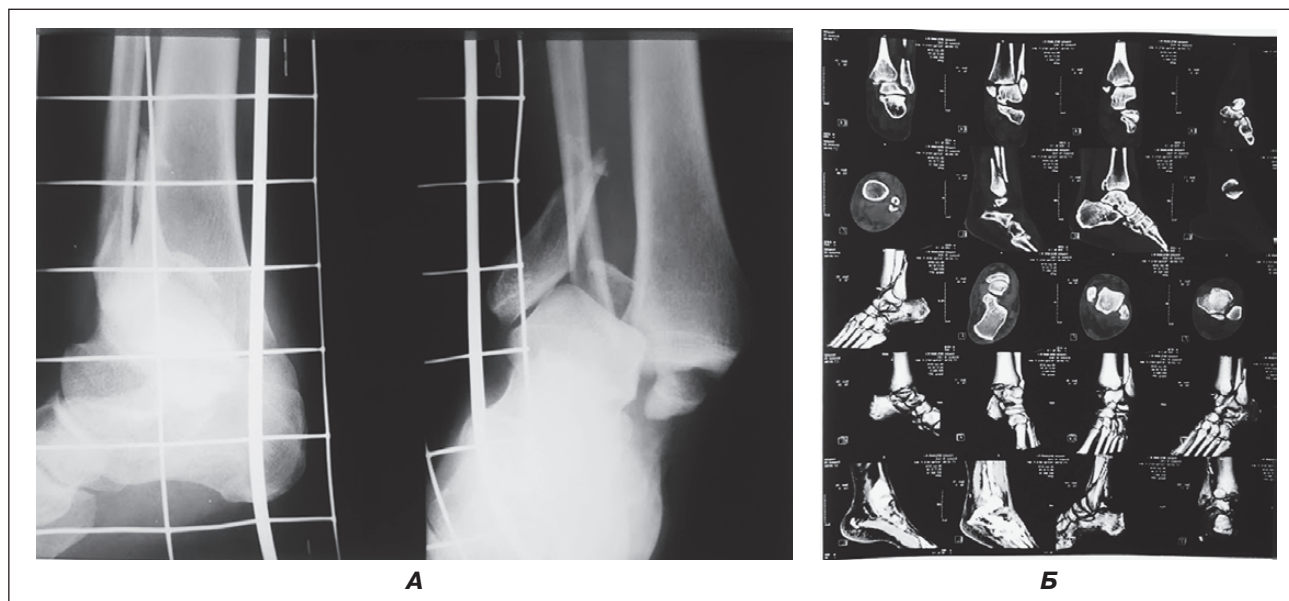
Відбиток з рентгенограм (А) та спіральної комп'ютерної томографії (Б) хворої М. із 3-кісточковим переломом (44 В3) та ушкодженням синдесмозу, вивихом стопи назовні до оперативного лікування
